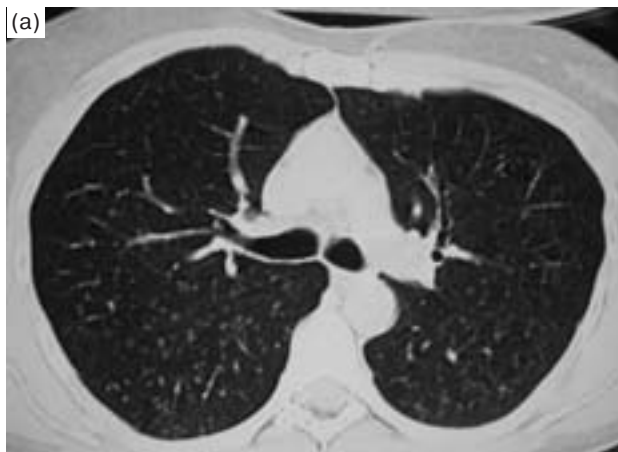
Компьютерная томография грудной клетки (ноябрь 2010 г.): аксиальные срезы (а, б) и фронтальная реформация (в).
